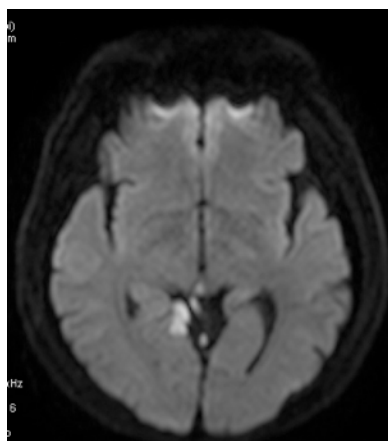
症例1の術後MRI: 右PCAから起始するADSへのrefluxにより後頭葉内側に梗塞を生じた。
